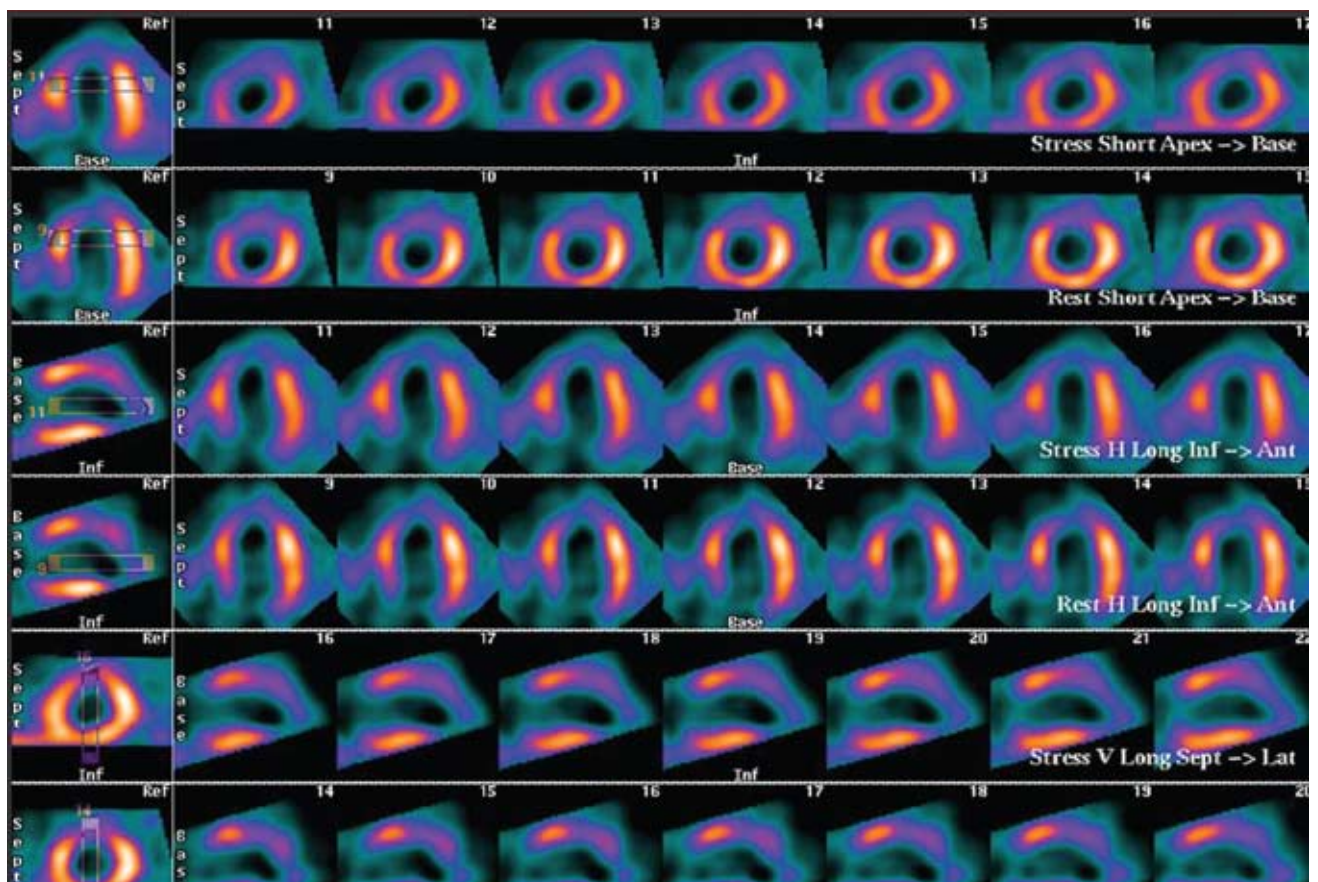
Estudio de perfusión miocárdica SPECT gatillado con Tc99m sestamibi, en reposo sensibilizado con nitratos.
